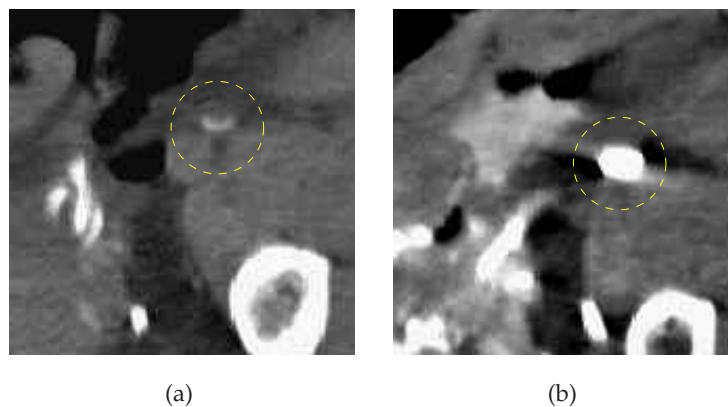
Coupes TDM acquises sur une pièce anatomique, a) avant l'angioplastie et b) après l'angioplastie.
